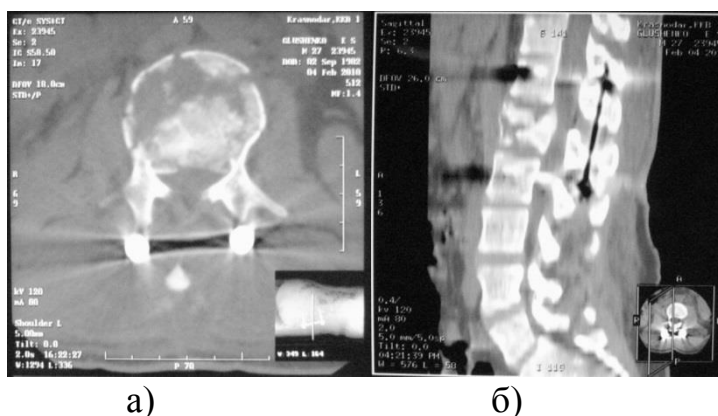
КТ-граммы больного Г-о. после первого этапа оперативного лечения. а) аксиальная проекция; б) сагиттальная проекция).
